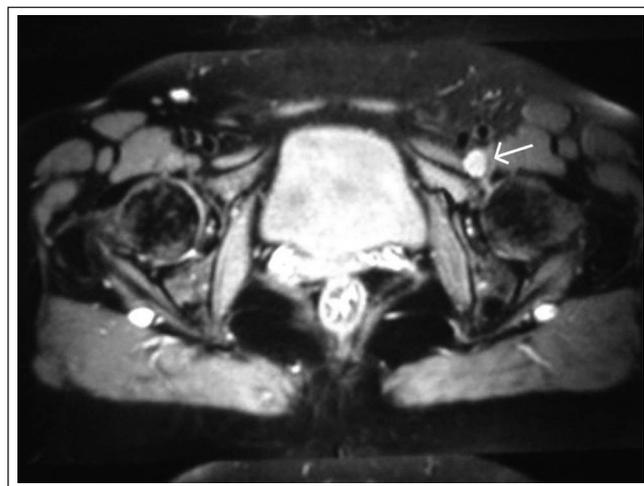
Ressonância nuclear magnética das coxo-femorais com achado de distensão cística.
